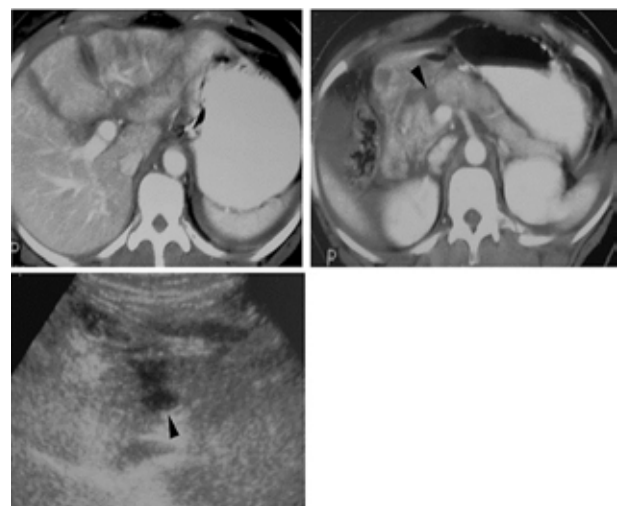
Trauma de pâncreas em adulto. Imagens “a” e “b” são de tomografia computadorizada com contraste. A imagem “c” é de ultrassonografia⁹.
